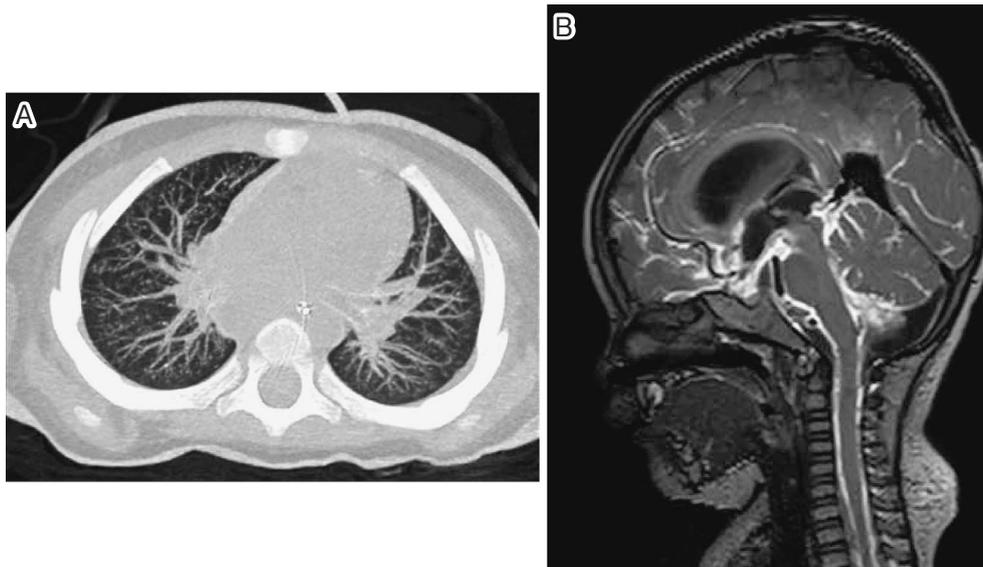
発端者乳児の胸部 Computed Tomography (CT), 頭部 Magnetic Resonance Imaging (MRI)
